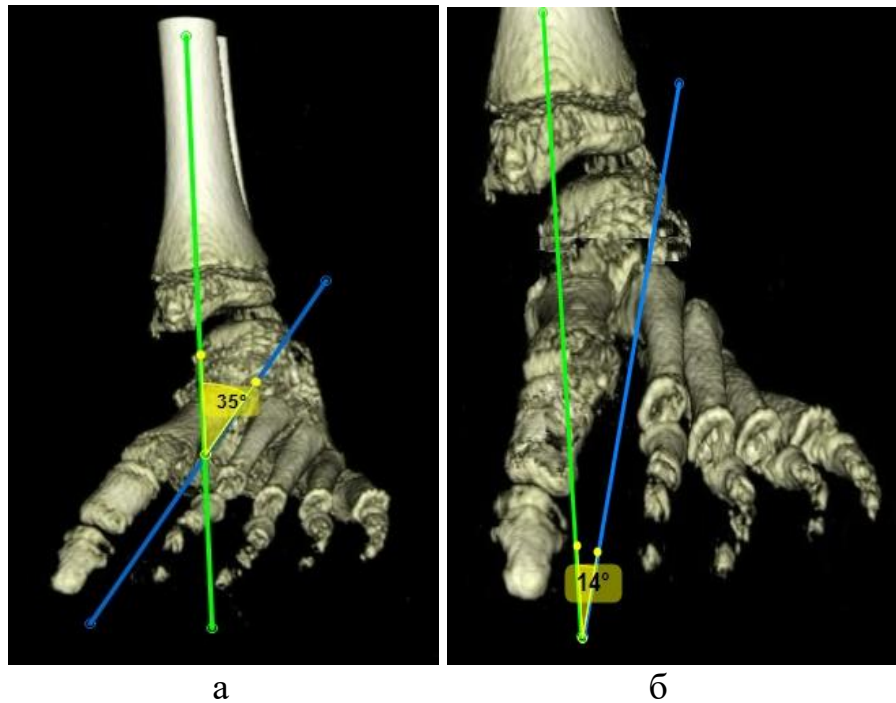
Визначення величин кута міжпальцевого проміжку I-II пальців стопи до вісі великогомілкової кістки на 3D моделі стопи, що побудована на основі КТ, під час передопераційного планування (а) та після хірургічного лікування (б).
